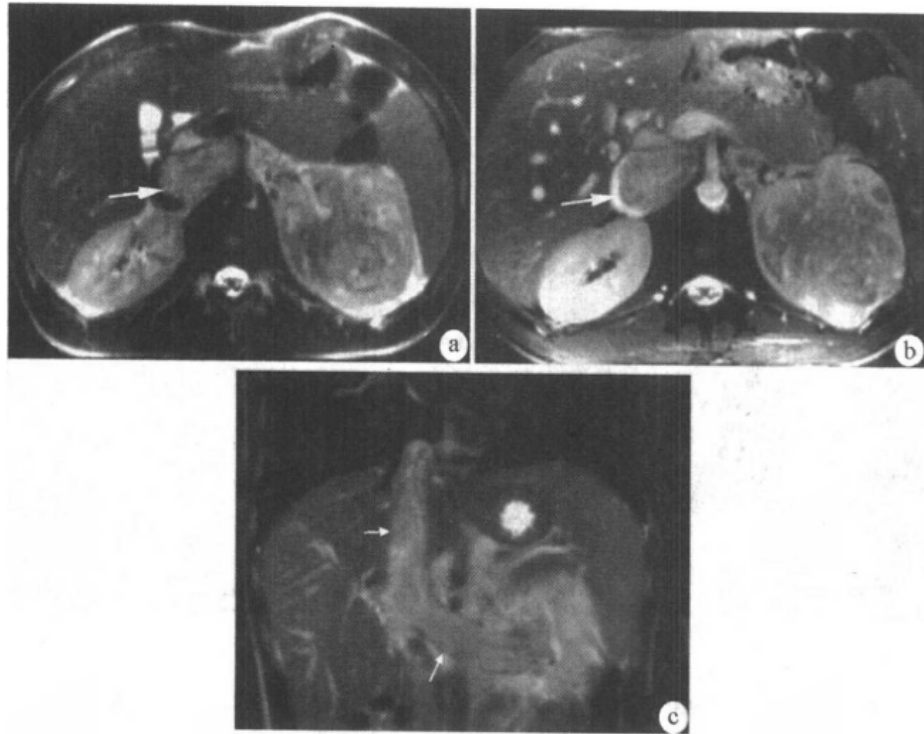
左肾癌伴肾静脉、下腔静脉内瘤栓(MRI 检查)
